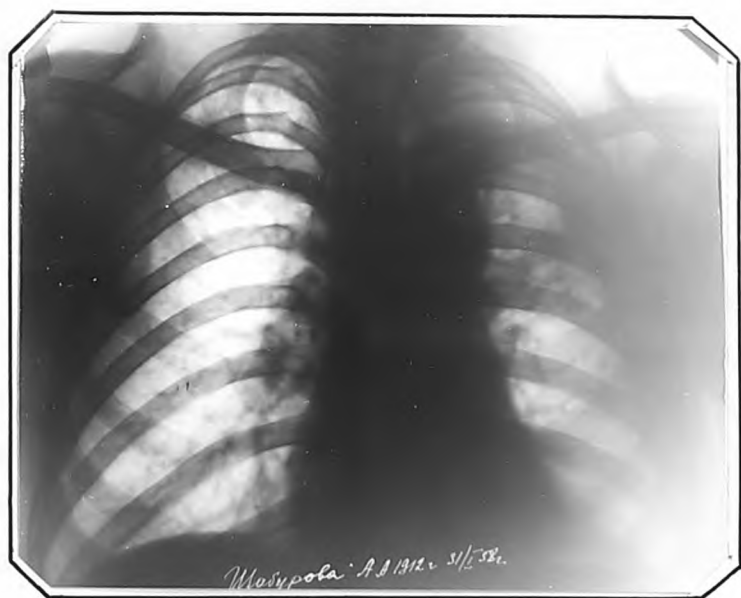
Рентгенограмма больной Ш., 46 лет от 31.1.1958 г. (через 5 лет после окончания лечения пневмотораксом). Цирроз левого легкого. Справа под ключицей—плотные очаги.
